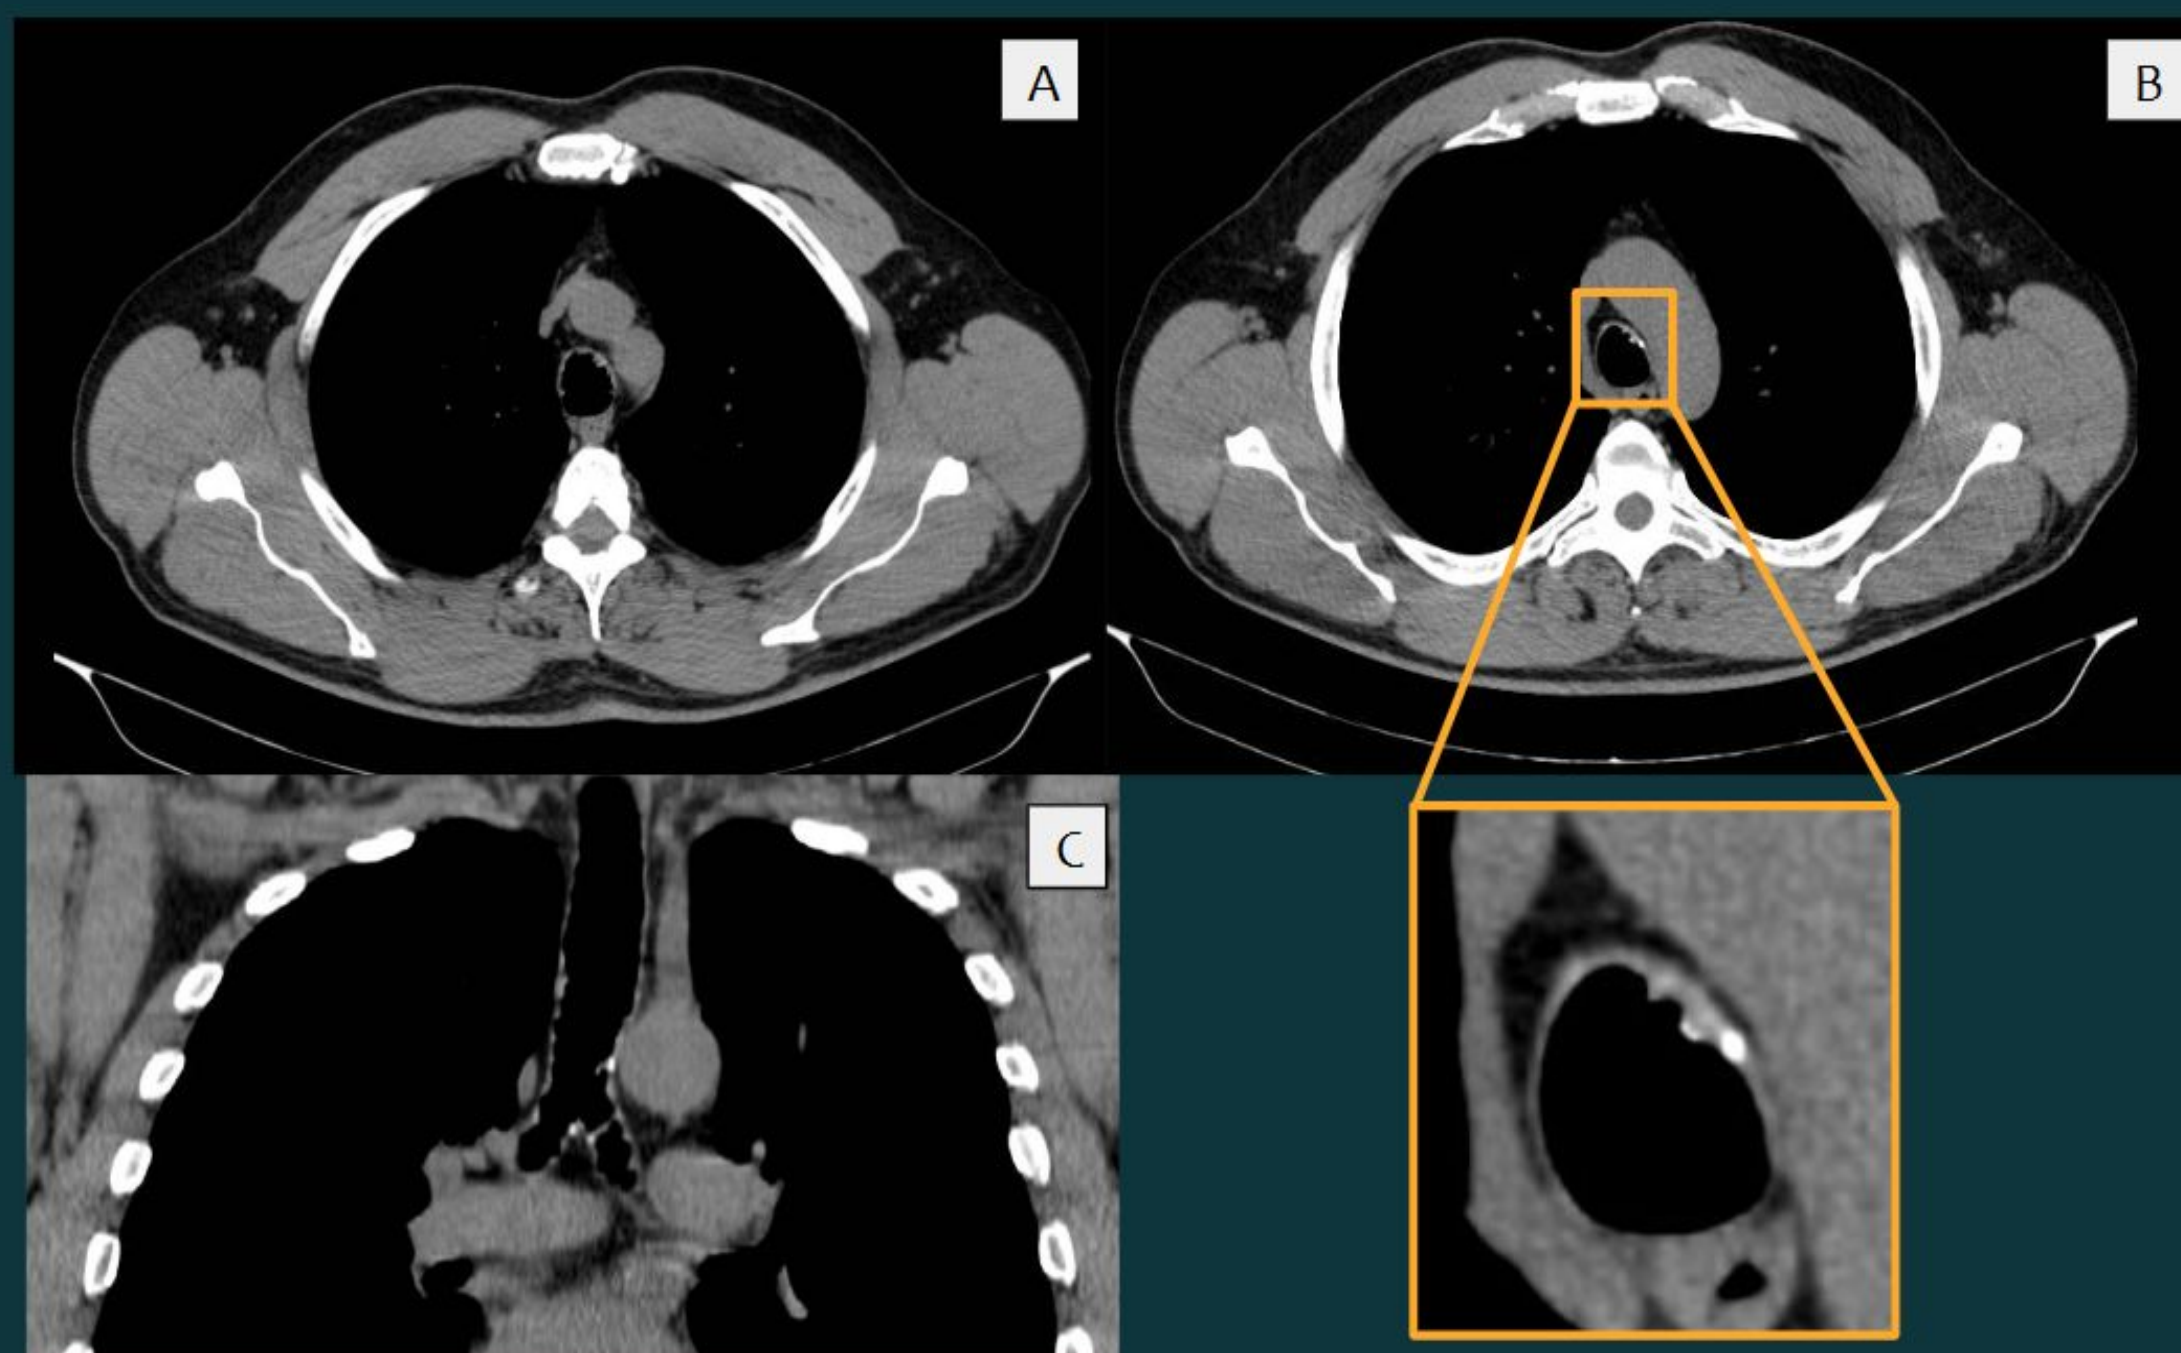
TC de tórax con cortes axiales (A-B) y corte coronal (C) en ventana de mediastino en las que se observan múltiples imágenes nodulares cartilaginosas y óseas en la pared anterior y lateral de la tráquea.
